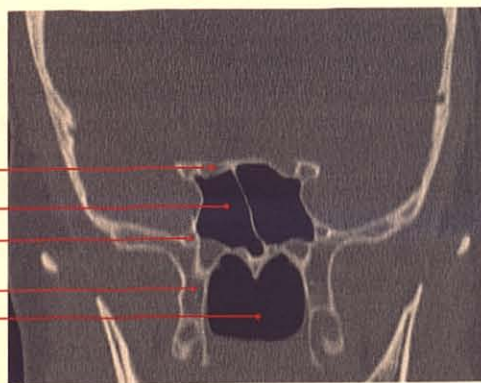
Coupe TDM coronale du sphénoïde (cliché Dr T. Diesce)
